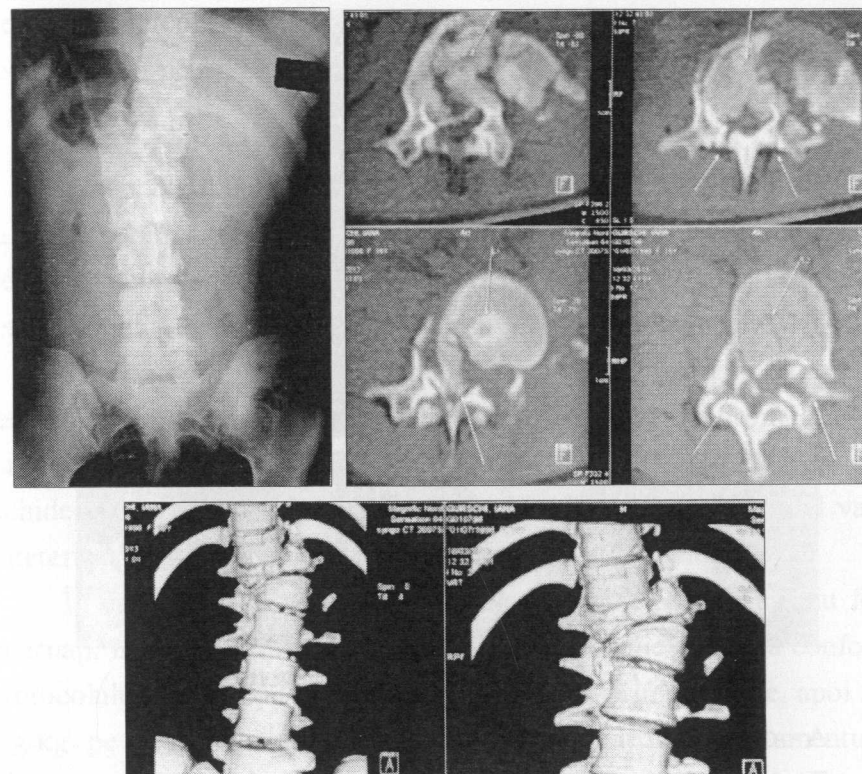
Imagini obținute prin examen radiologic și prin 3D-CT a traumatismului prin rotație a coloanei vertebrale. S-au depistat semne radiologice de fractură-luxație. A, B – reliefaarea deformației și deplasarea la nivelul segmentului traumatizat.
